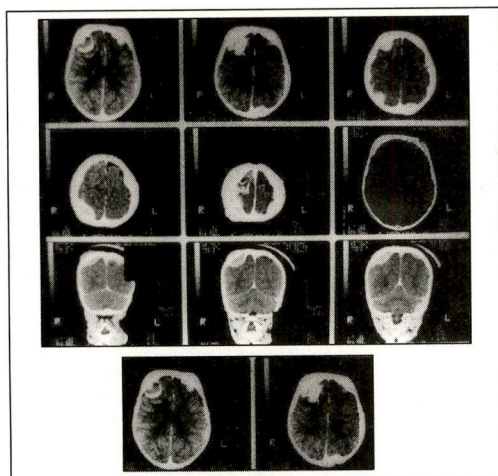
Caso 1. A tomografia computadorizada evidencia as metástases da calota craniana e intracerebrais.
